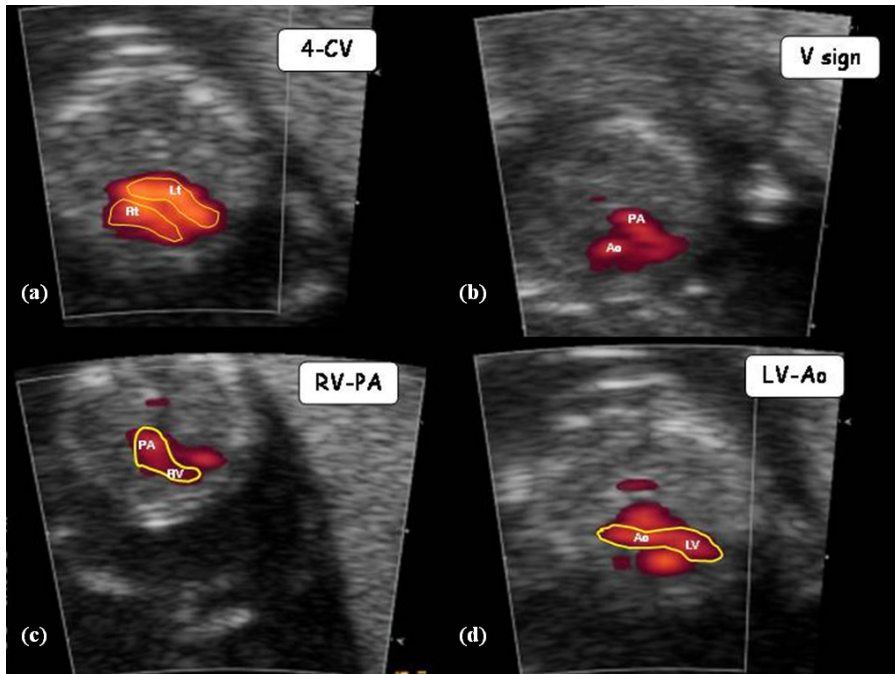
Power Doppler ultrasonography depicting a 4-chamber view (a), crossing of the great vessels (b), pulmonary artery outflow tract (c), and aorta outflow tract (d).
